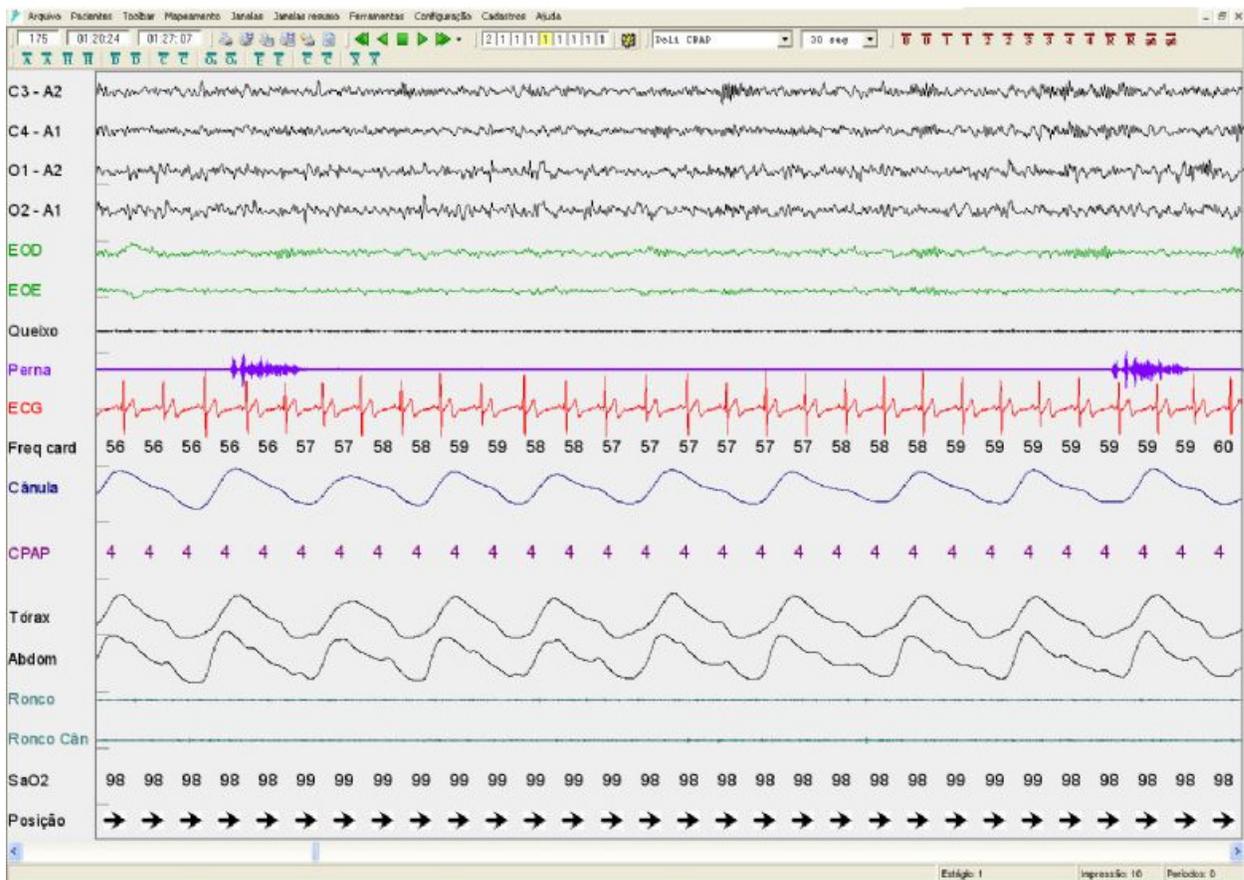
Tela representativa dos parâmetros utilizados na polissonografia. (Arquivo pessoal)
